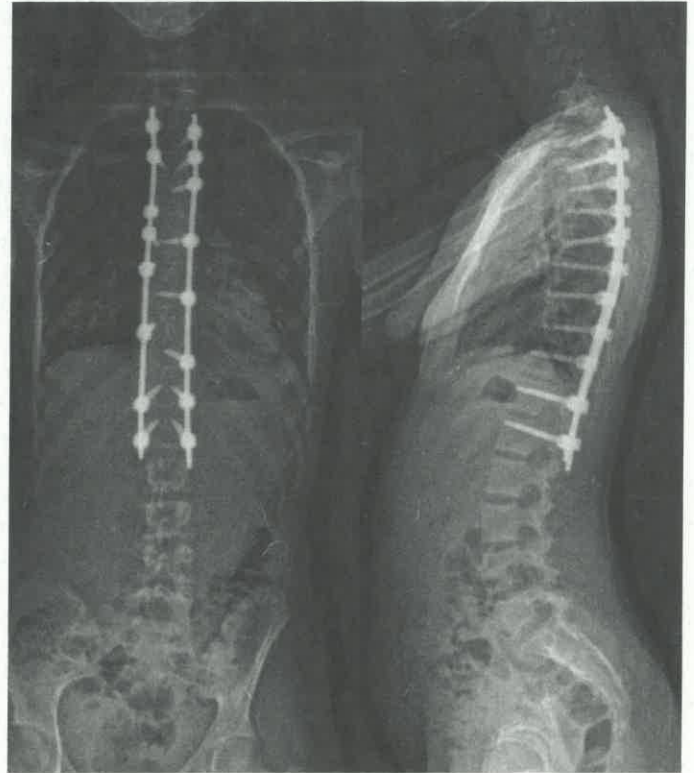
Röntgenbild der Wirbelsäule ap/seitlich im Stehen des 15-jährigen Mädchens postoperativ nach dorsaler Korrekturspondylothese BWK 3 – LWK 1.
